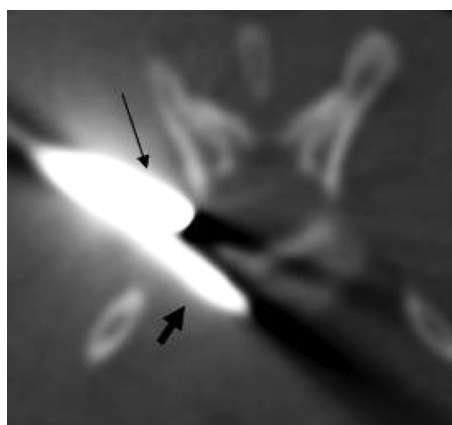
对兔椎体肿瘤模型行 RFA 及测温 CT 扫描,见射频电极针位于椎体 (粗箭),电子测温针 (细箭) 置于同一椎体水平侧椎管测温
